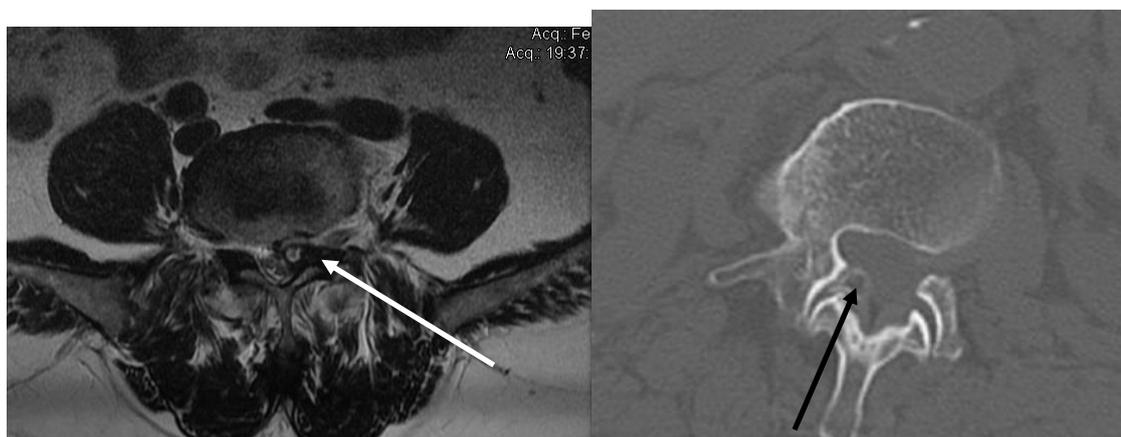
На МРТ в аксиальной проекции (слева) ганглионарная киста фасеточного сустава; на РКТ в аксиальной проекции (справа) киста синовиальная. На обоих рисунках видна связь образования с фасеточным суставом (показано стрелками).
